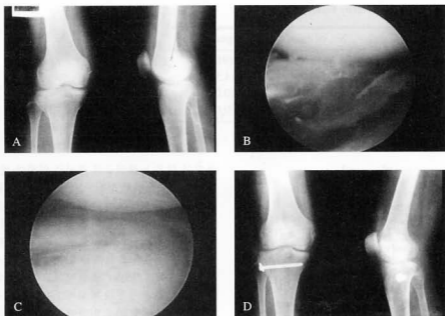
Preoperative radiograph of a 42 year-old women who had been sustained a passenger traffic accident shows Schatzker type II fracture of lateral tibial condyle.
